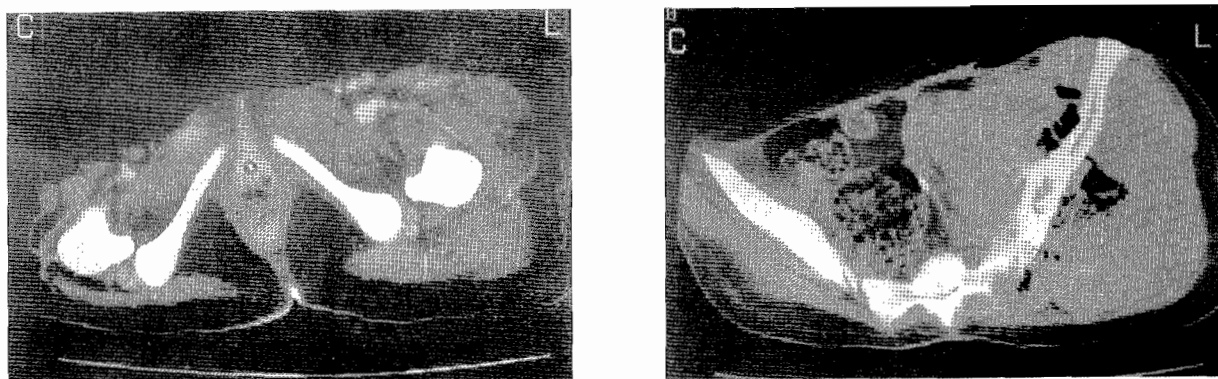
A, B: TDM de contrôle à J 21: Extension endo et exopelvienne de la tumeur
